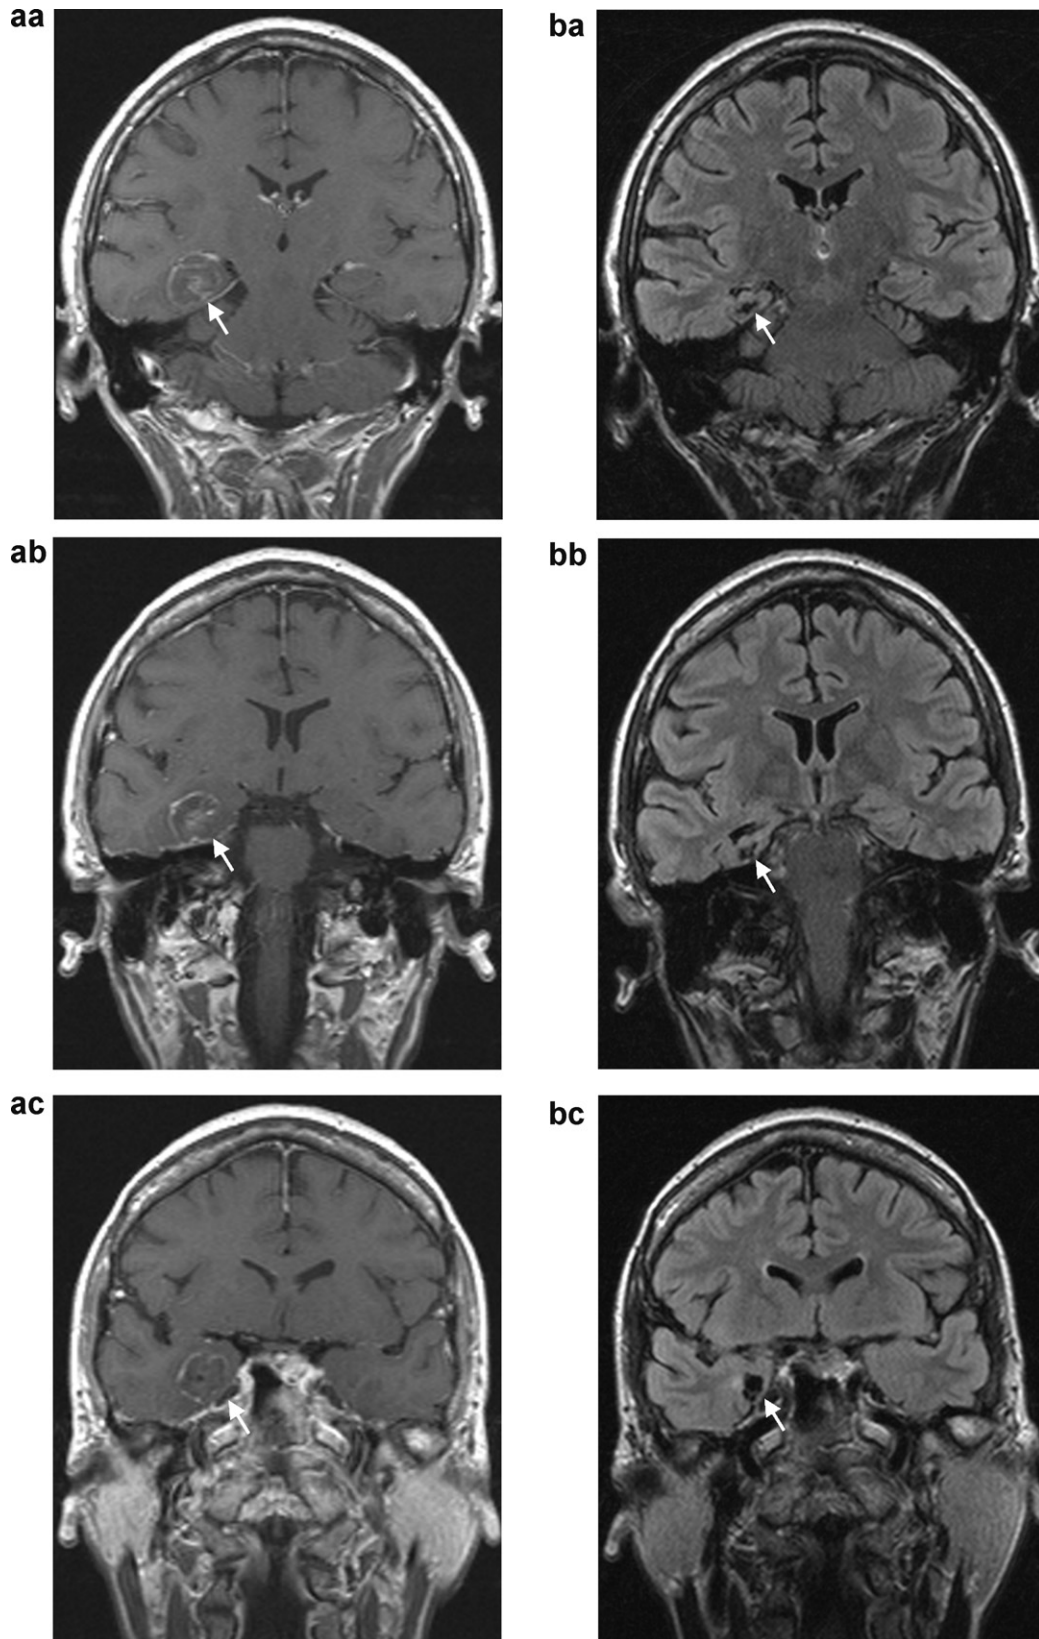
Coronal sections, FLAIR weighted MR images on the second day after operation (a) and 1 year postoperatively (b). Coronal sections, FLAIR weighted MR images on the second day after operation (a) and 1 year postoperatively (b) (arrows). Post-contrast enhancement in the right hippocampus, amygdala and parahippocampal gyrus alongside a slight vasogenic oedema caused by breakdown of the blood–brain barrier could be seen shortly after operation (a). 1 year after operation a small pseudocyst formation, atrophy and collateral hyperintensity (presumably gliosis) are present in the target area (b).
